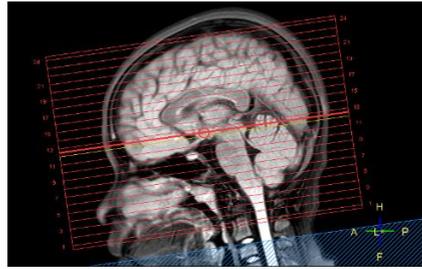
Hasil Pemeriksaan Sekuens Axial T2W_TSE MRI Brain Non
